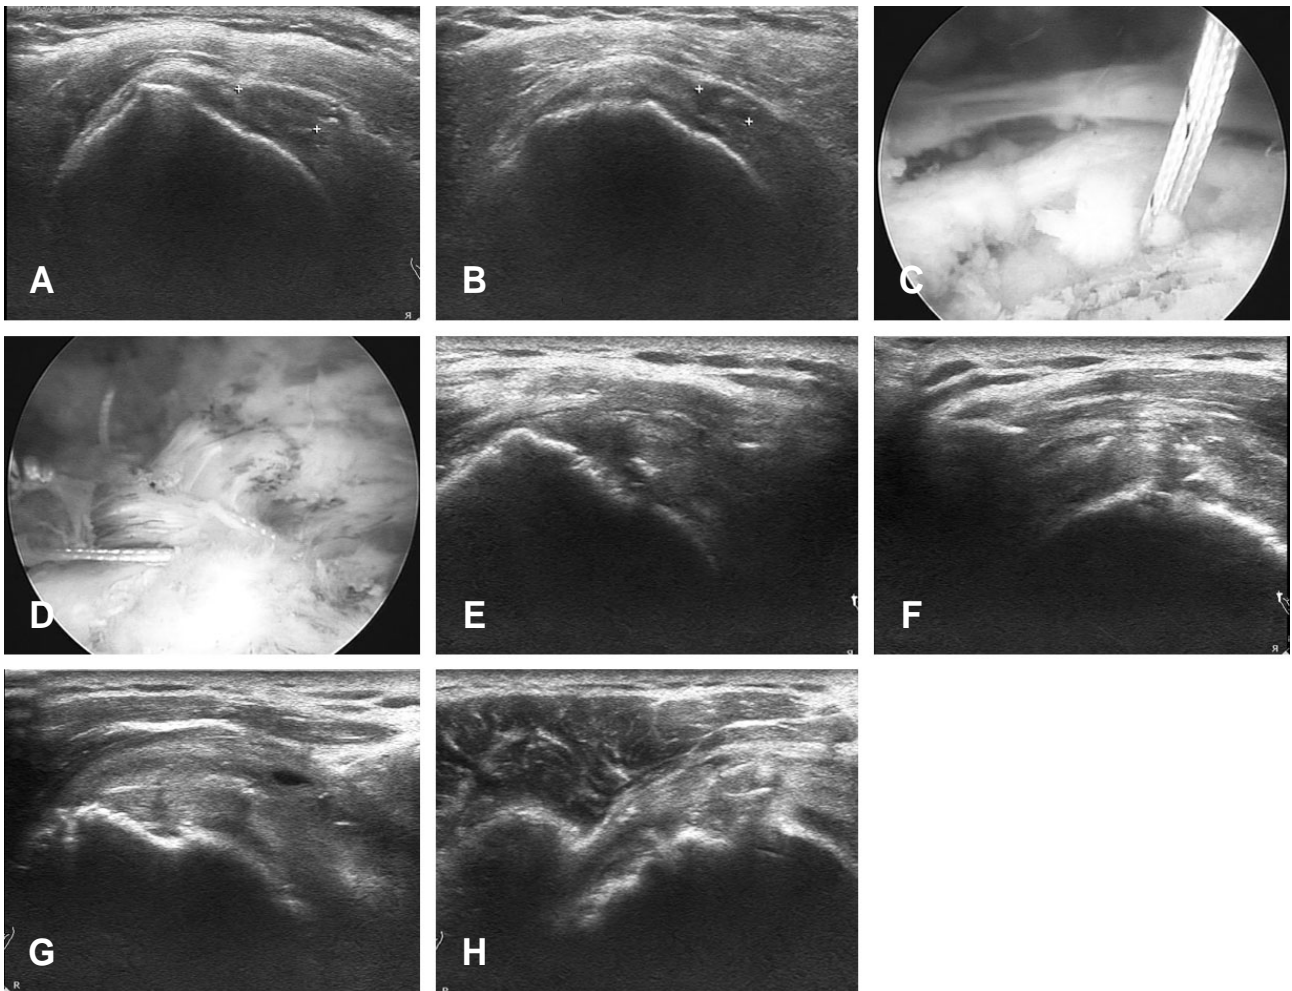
(A-B) Pre-operative ultrasonography shows a small sized right rotator cuff tear with mild subacromial and subdeltoid bursitis. (C-D) Arthroscopy shows 2x2 cm rotator cuff tear repaired with the double pulley suture bridge (DPSB) technique. (E-F) Ultrasonography performed two weeks postoperatively shows an intact cuff with increased thickness and a rough bursal surface. (G-H) Ultrasonography performed six months postoperatively shows an intact cuff with a normal thickness hyperechogenicity and hypoechogenicity of the suture materials.
